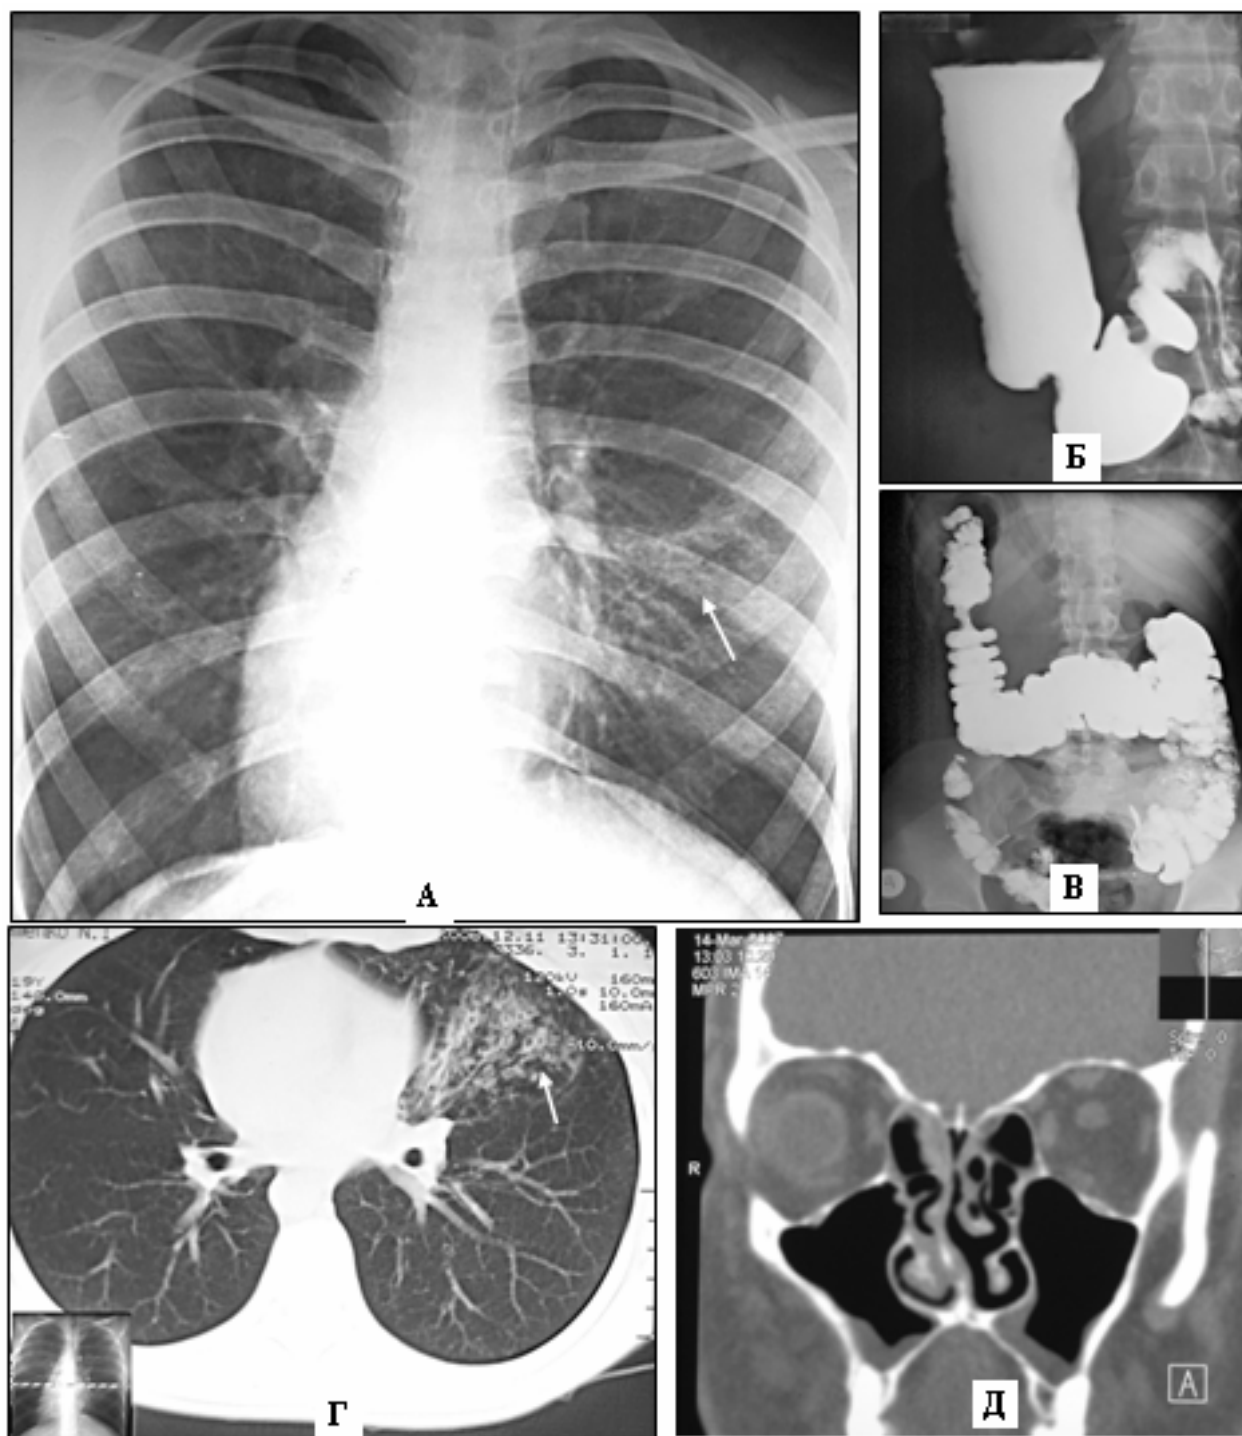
Синдром Зиверта-Картагенера. Полная инверсия внутренних органов, кистозная гипоплазия средней доли левого трехдолевого легкого (стрелки), пансинусит: А – рентгенограмма органов грудной клетки; Б – рентгенограмма желудка; В – рентгенограмма толстой кишки при пероральном контрастировании; Г – фрагмент компьютерной томографии органов грудной клетки; Д – фрагмент компьютерной томографии придаточных пазух носа.
